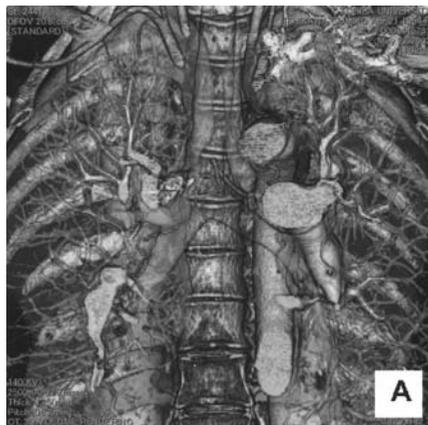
3D-image from enhanced CT shows bronchial artery clearly.
